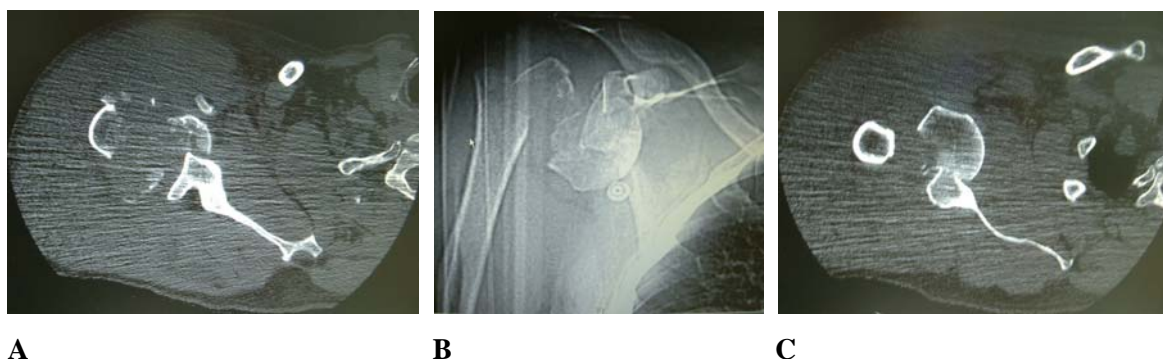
A-C Beispiel Fraktur-Morphologie und Ausdehnung: Erst die CT-Diagnostik (A,C) zeigt das Ausmaß dieser epi-meta-diaphysären mehrfragmentären Trümmerzone einer 4-Fragment-Luxationsfraktur (B) mit ungünstiger Prognose bei zu erwartender schwerster Kompromittierung der arteriellen Kopfdurchblutung eines 67-jährigen Patienten. Ein präoperatives Schulter-CT kann
